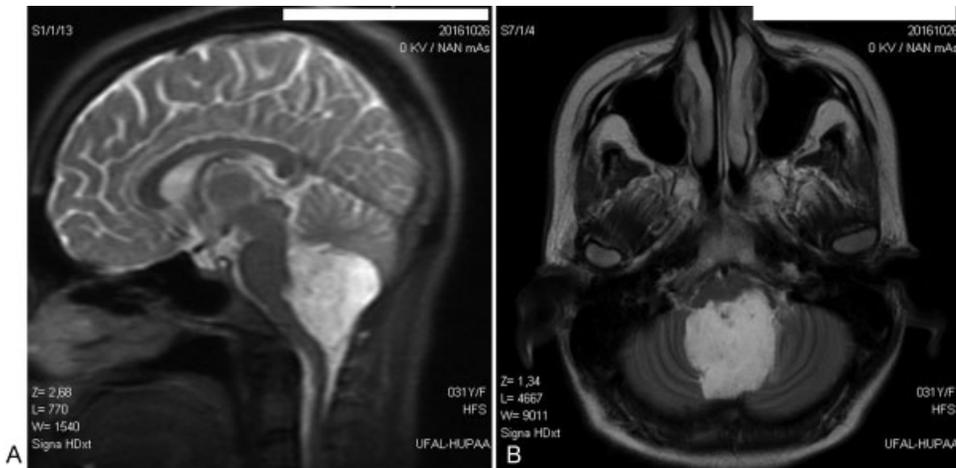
Ressonância magnética na ponderação T2. A lesão mostra-se hiperintensa, semelhante ao líquido. (A) corte sagital e (B) corte axial.
